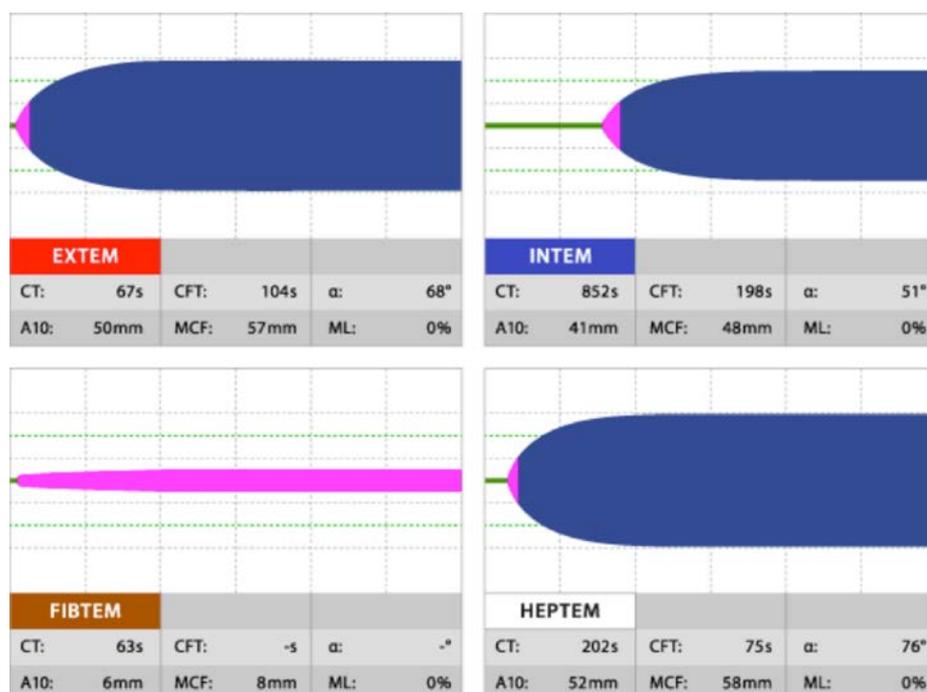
rapport CT-HEPTEM/CT-INTEM et présence d'héparine résiduelle
